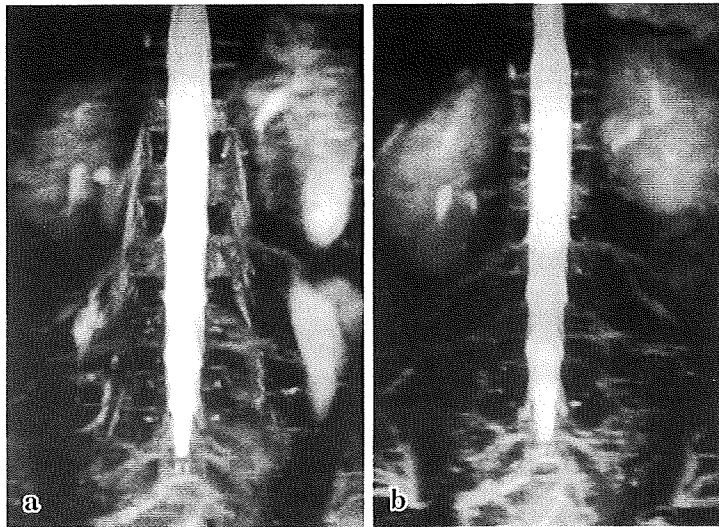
症例 2 腰椎部 MRI ミエログラフィー
